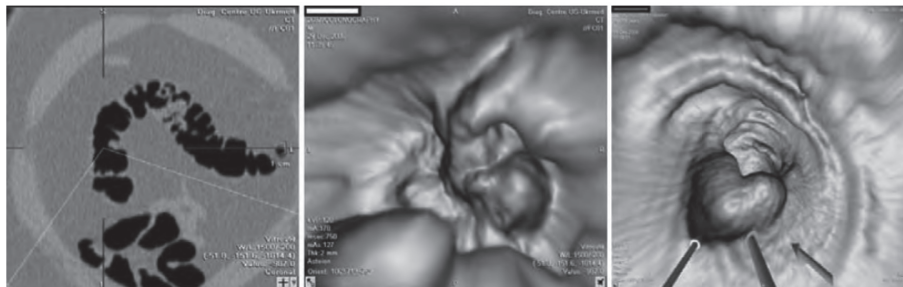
МСКТ и виртуальная колонография. Аденоматозные полипы..
